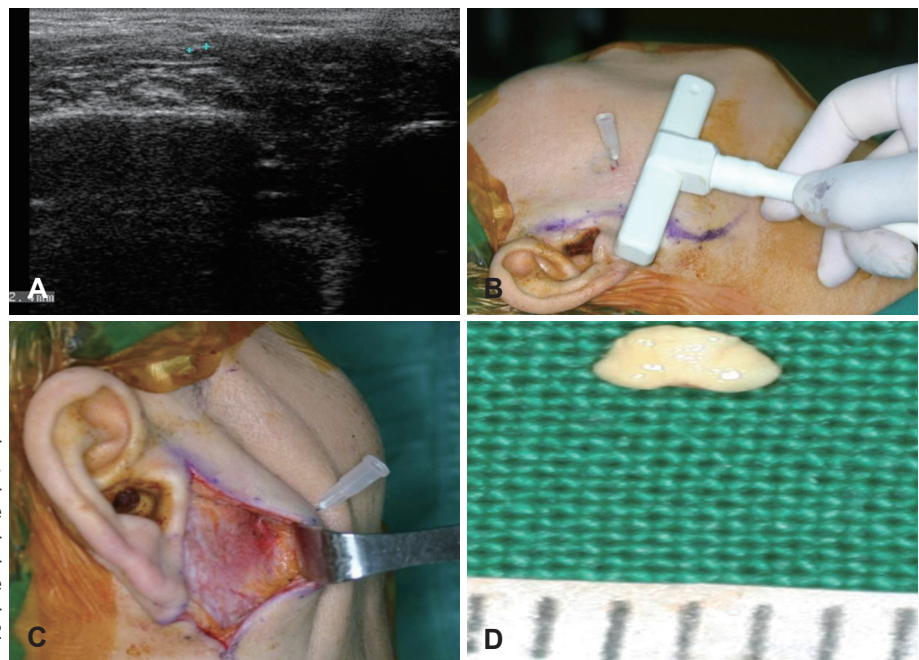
Intraoperative findings. Ultrasonography shows hypoechoic, calcified lesion (A). Needle was inserted into the possible area where the stone located under the ultrasonographic guidance (B). Small incision was possible since the stone was marked with a needle (C). Stensen's duct stone that sized 0.3×0.2 cm (D).
